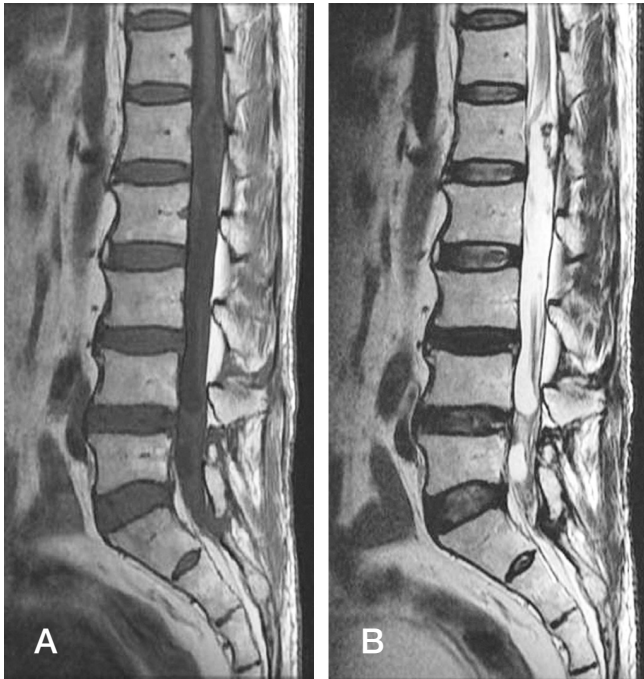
Preoperative T1-weighted MRI sagittal (A) and T2-weighted MRI sagittal (B) images show an extramedullary elongated mass extending from the L1 to L5 level without widening of the spinal canal.
